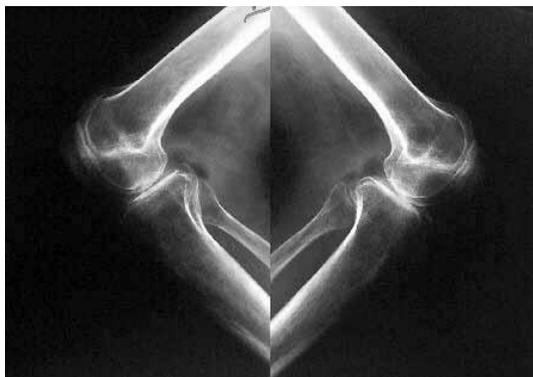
Пациент 2, рентгенограммы коленных суставов левой и правой нижних конечностей (боковые проекции).
